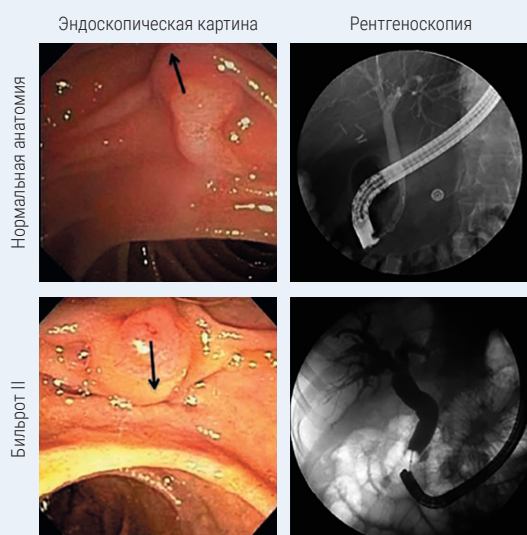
Сравнительный эндоскопический вид и рентгеноскопия у пациентов с нормальной анатомией и резецированным желудком по Бильрот II (стрелкой указано направления разреза при папиллотомии)
